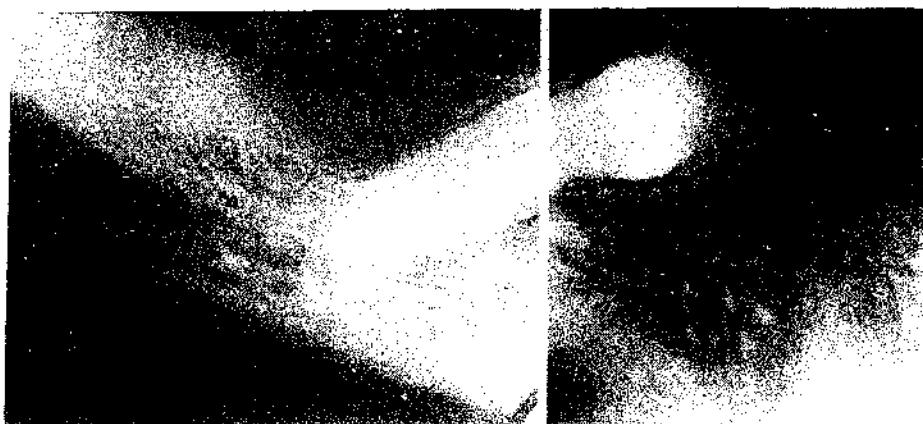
Vista compuesta de dos placas periapicales que muestra un premolar rodeado de hueso alveolar normal. La extracción del diente deja una gran lesión quirúrgica.
